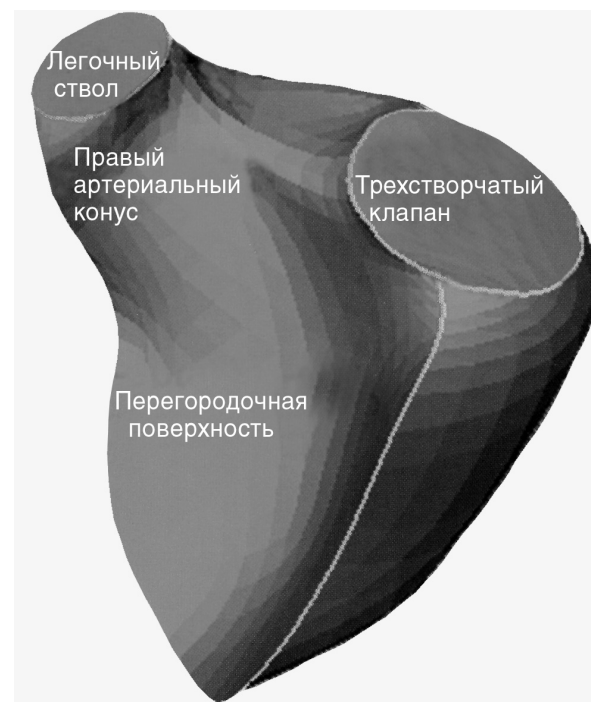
Стереометрическое изображение эндокардиальной поверхности правого желудочка, созданное путем трехмерной ЭхоКГ. Правый желудочек имеет форму пирамиды: в основании лежит приносящий тракт, а передняя и задняя стенки и вогнутая перегородочная поверхность образуют стороны пирамиды. Wong SP, Otto CM. Echocardiographic Findings in Acute and Chronic Pulmonary Disease, in: Otto CM. The Practice of Clinical Echocardiography, Saunders, 2002.
